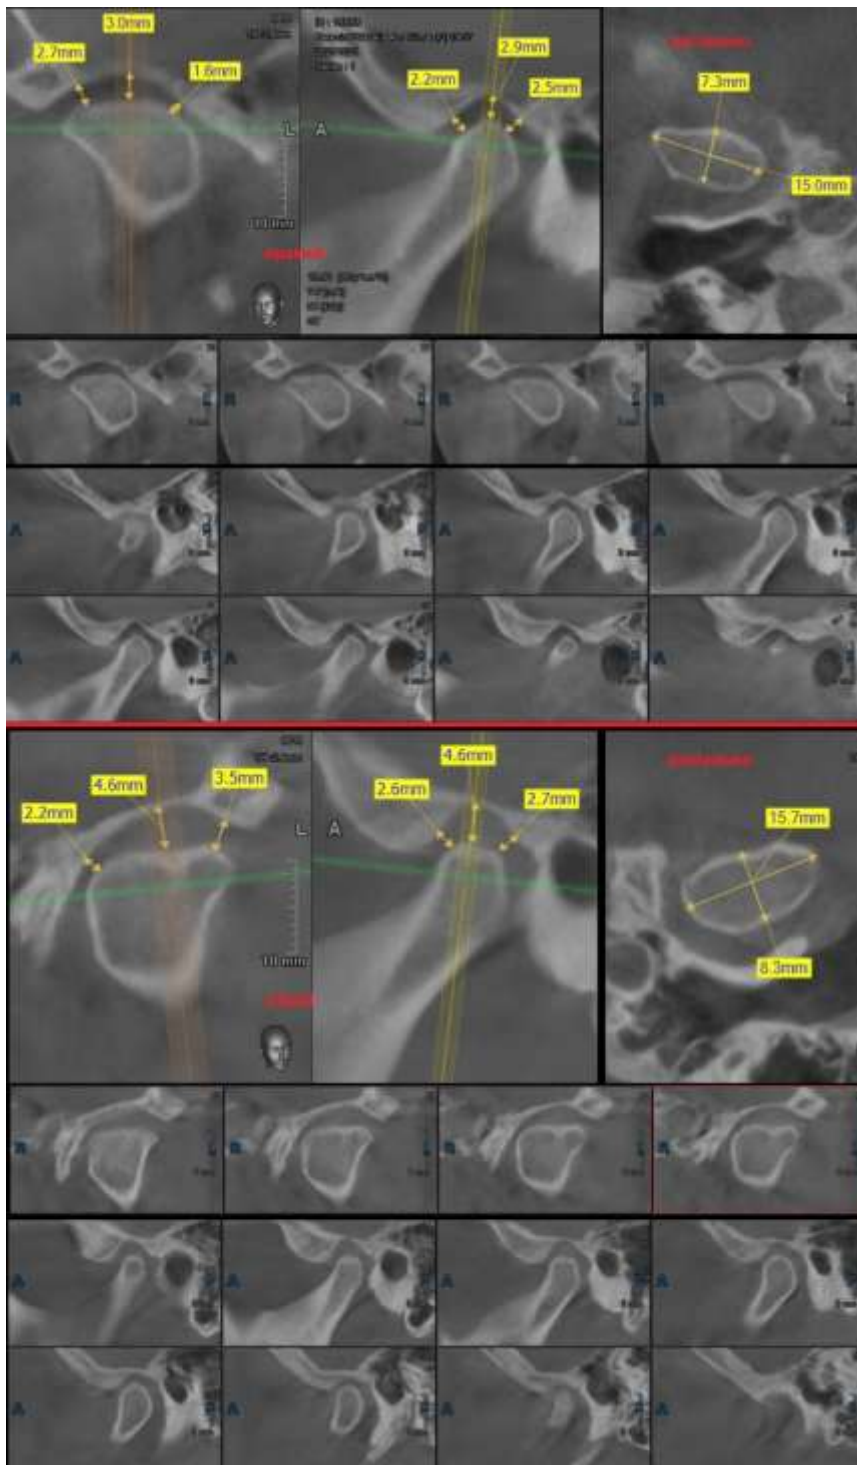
Хворий С. Т. Скріни КТ дослідження
